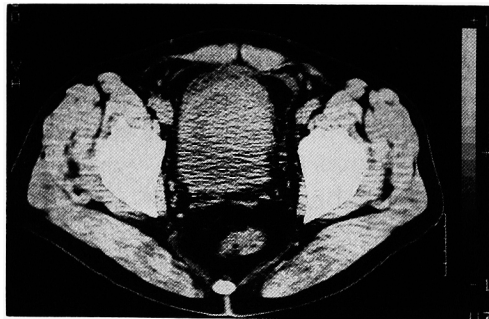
CT scan demonstrates a mass extending from the bladder dome.
